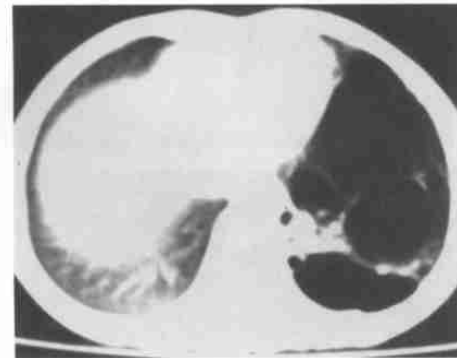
先天性肺囊腺瘤样畸形CT平扫, 左下肺见多发含气的囊状结构, 囊大小不等。
